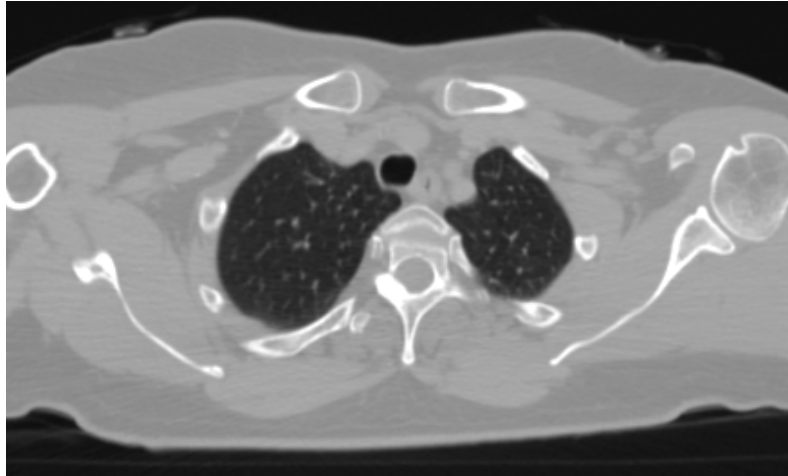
Exemple d'un fantôme construit à partir d'une image CT
